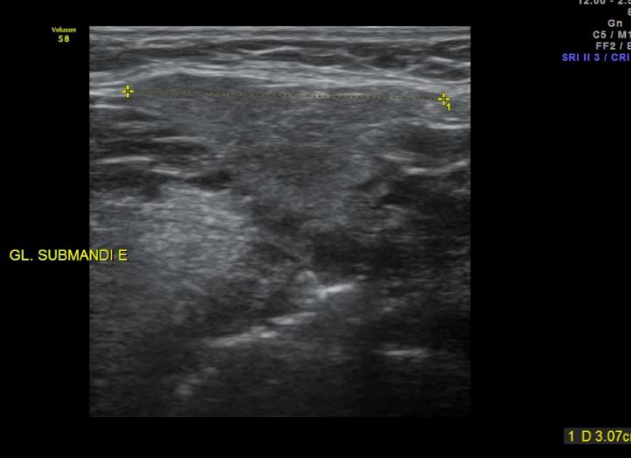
Ultrassonografia das glândulas salivares maiores (GSM) do P3 AIOM
